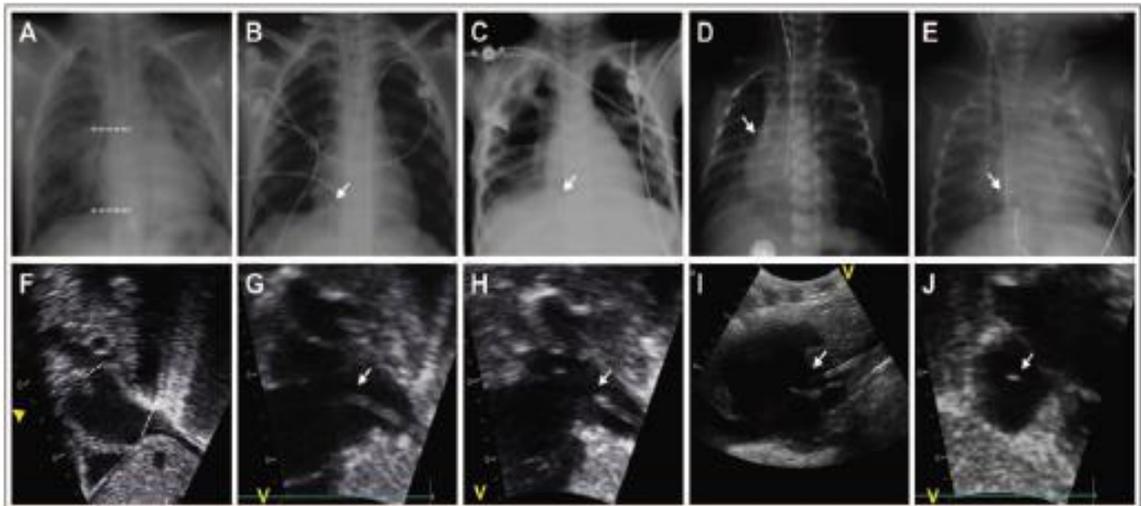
Concordance between radiography and ultrasound location confirmation of a central venous catheter (CVC) tip in relation to the cavoatrial junction. A-E, Radiography. F-J, Bedside ultrasound. A and F, Radiographic and ultrasound landmarks for the cavoatrial junction. B and G, Intra-atrial tip malposition of a femoral CVC. Note that in the ultrasound image, the catheter's tip is deeply introduced into the right atrium. C and H, Extra-atrial tip location of a femoral CVC. Note that the catheter's tip appears to be in a lower abdominal position in the radiographic image compared with the ultrasound, where a tip position next to the cavoatrial junction is optimal. D and I, Left subclavian vein with a CVC tip in an optimal position in the superior vena cava at the cavoatrial junction. E and J, Intra-atrial malpositioning of a right internal jugular vein CVC.
